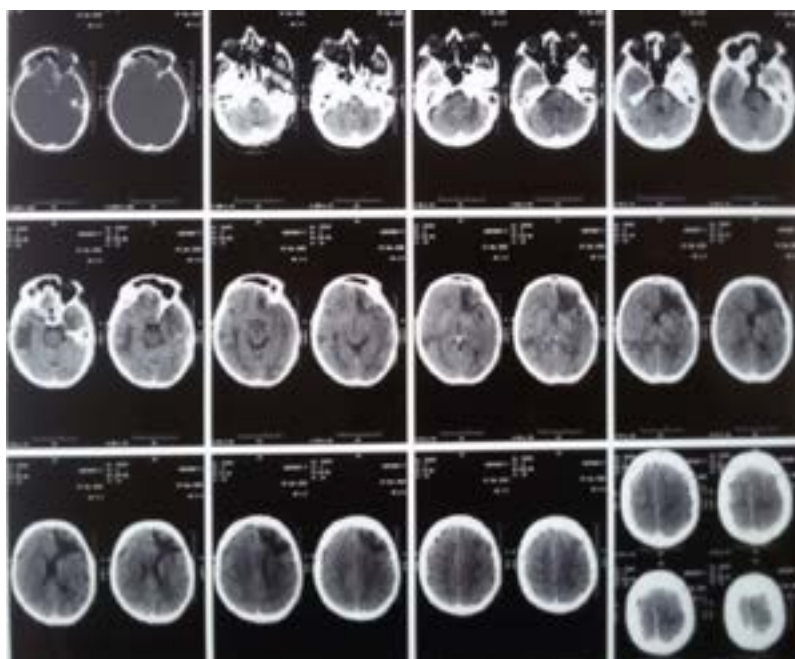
МСКТ изображение больного К., 61л. на 7-е сутки после госпитализации.
